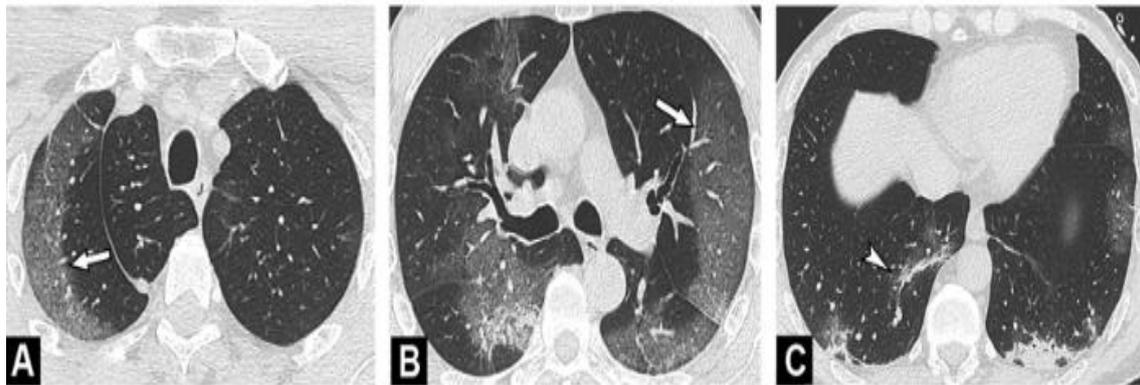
Le immagini TC mostrano i risultati tipici di COVID-19 polmonite di un uomo di 55 anni. La GGO (*ground glass opacities*) periferica è visibile nella parte superiore di entrambi i polmoni (A, B) (freccie), associata a consolidamenti lineari nei lobi inferiori (C) (punta di freccia).
